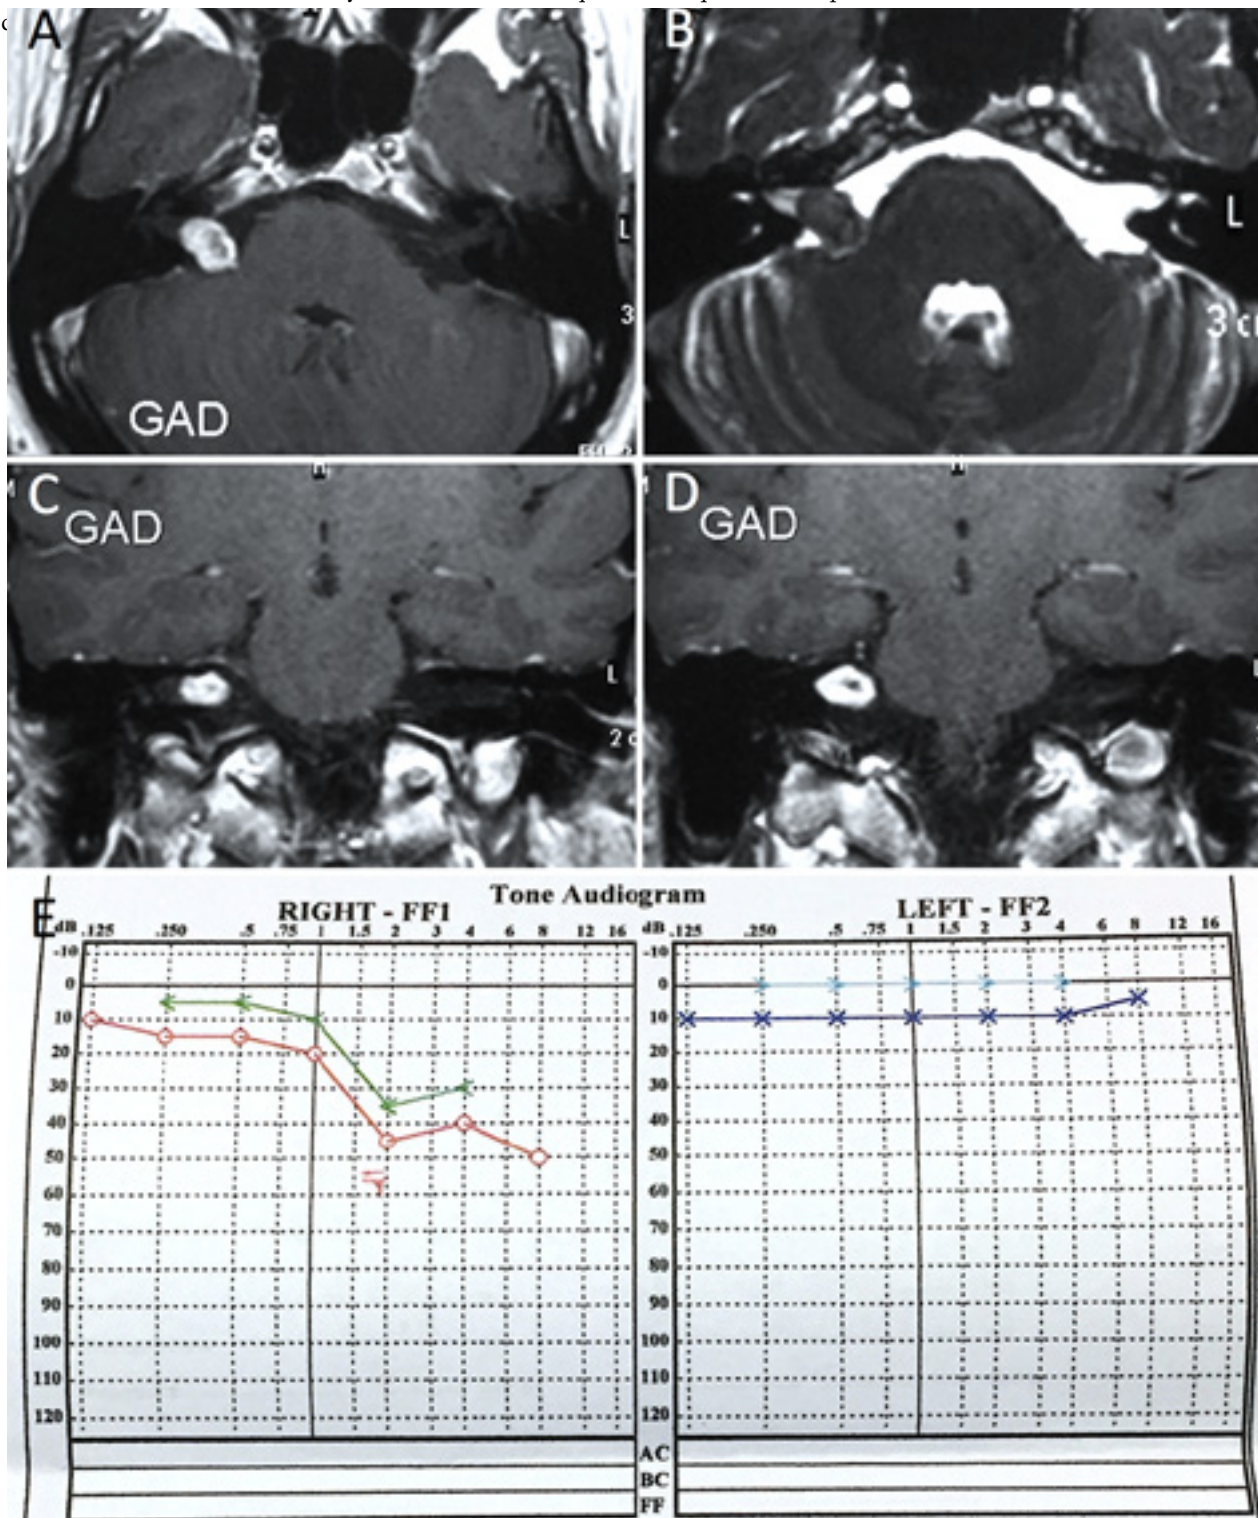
Estudios preoperatorios. Se muestran imágenes de RM de cortes axiales de secuencias T1 con contraste (A) y T2 (B); y cortes coronales de secuencia T1 con contraste (C y D), donde se evidencia lesión neoplásica ocupando el ángulo pontocerebeloso derecho, con componente intracanalicular, en estrecha relación con los pares craneales VII y VIII, y realce post-contraste, compatible con SV grado T3B. Se observa compromiso funcional del oído derecho mediante audiometría (E).
